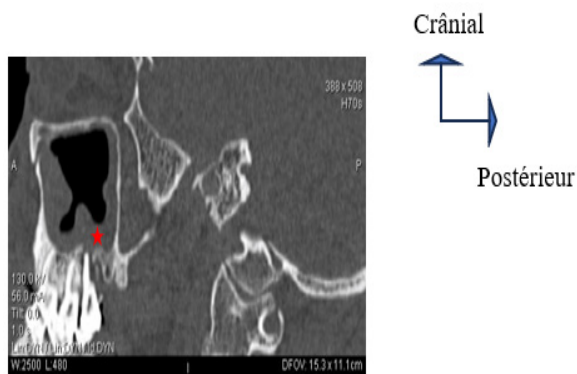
coupe TDM sagittale des sinus (étoile rouge montrant l'épaississement en cadre du sinus maxillaire droit avec la racine de la 18 intra sinusienne et celles
